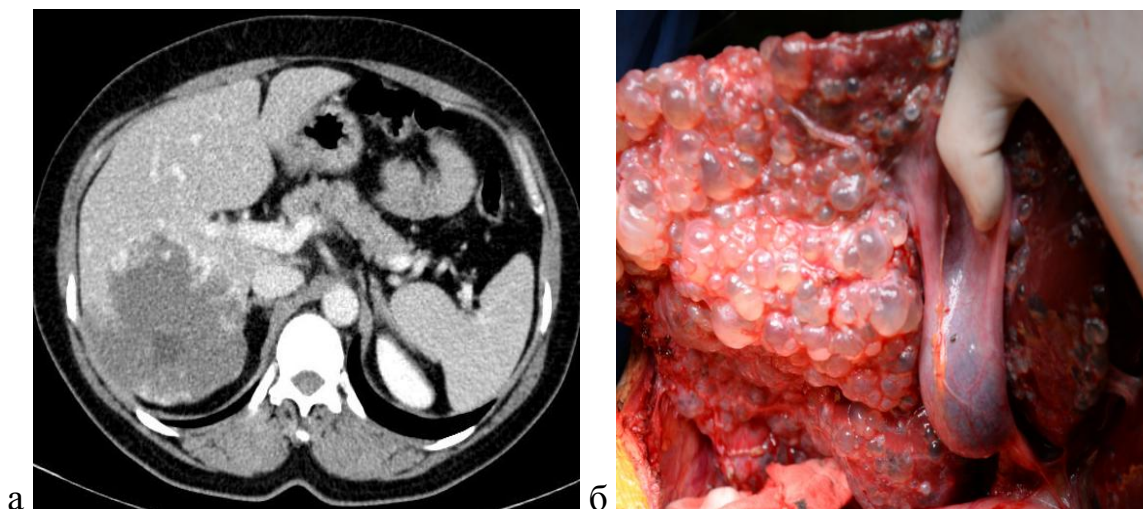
а – КТ – гемангиома правой доли печени, б – поликистоз печени.
